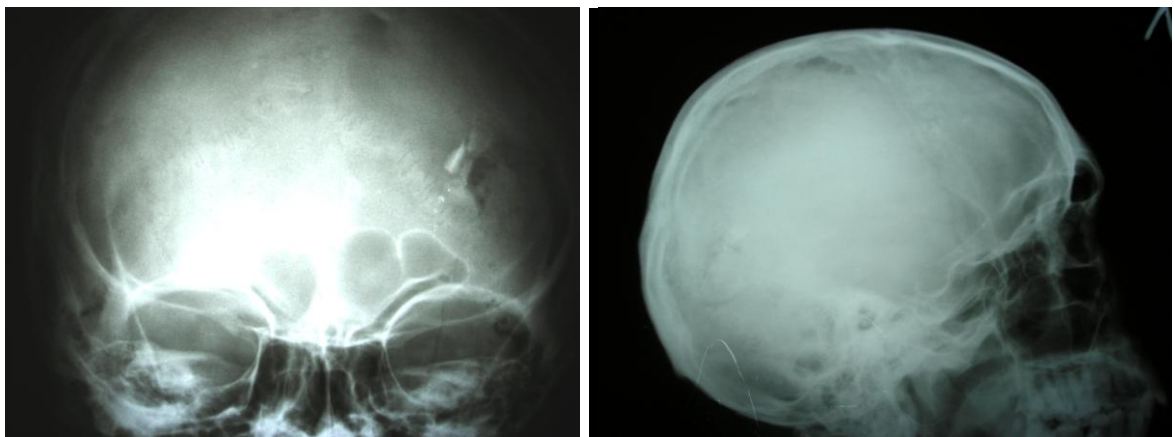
Больной Т., 45 лет, история болезни № 52557: фотоотпечатки с рентгенограмм черепа: оскольчатый перелом теменно-затылочной области слева с переходом на основание черепа
